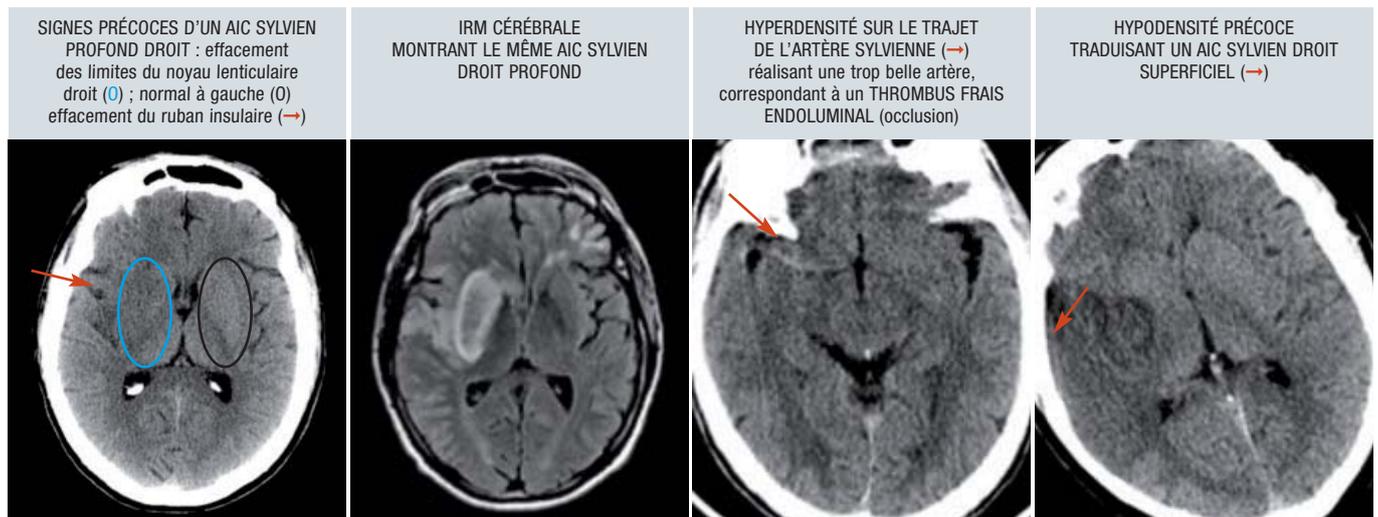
TDM cérébral sans injection : signes précoces d'AIC.
